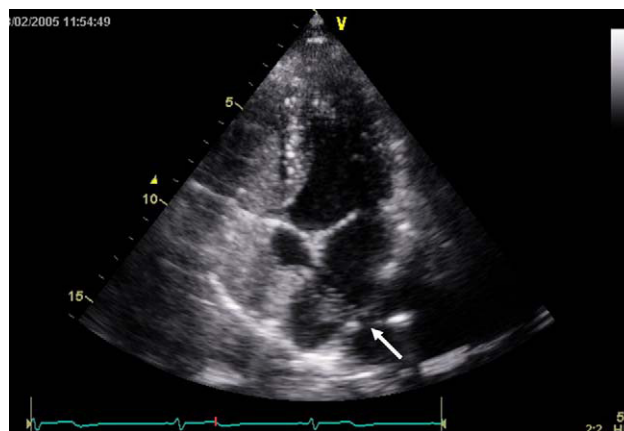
Ecocardiografía transtorácica en proyección apical de cuatro cámaras, en la que se pueden ver las cavidades derechas llenas de contraste y, en la aurícula izquierda, las burbujas que llegan desde la vena pulmonar inferior derecha (flecha).
